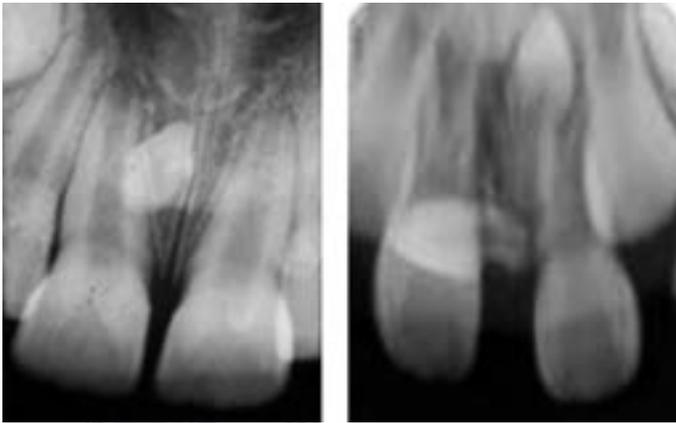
Rayos X periapical con supernumerario y falta de fusión en la línea media y rayos X periapical con supernumerarios línea media.
